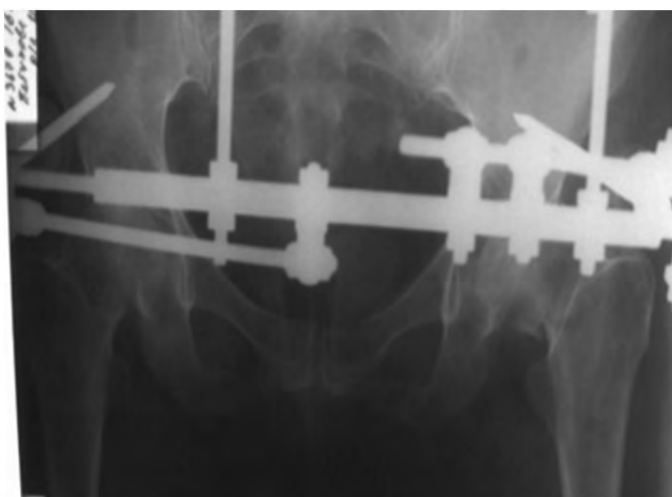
Рентгенограмма пациентки Е после постановки АВФ
